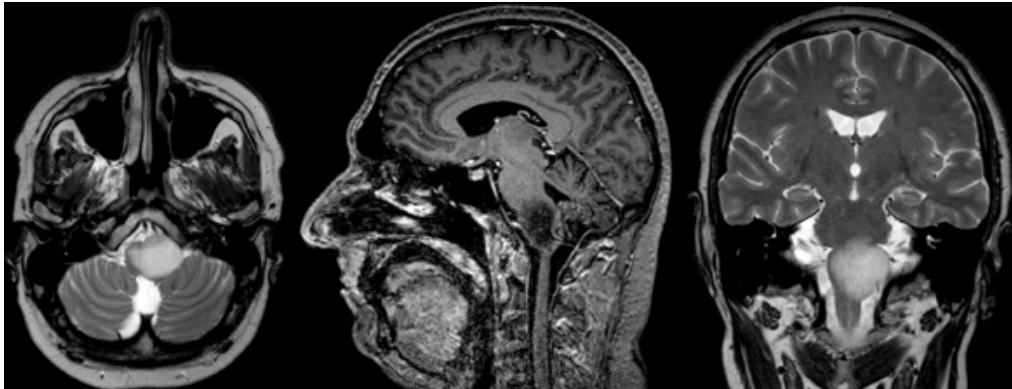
Cortes axial, sagital y coronal de RMN que muestran la lesión intrínseca de bulbo raquídeo del paciente nº19.
